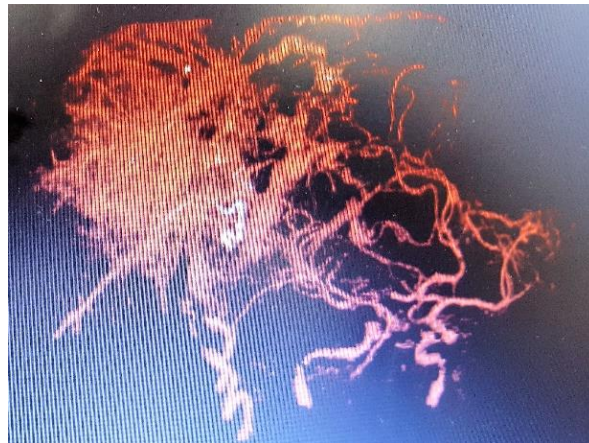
Angio TAC con contraste: Angiografía de la lesión en la que se demuestra dependencia vascular de la circulación de la carótida externa sin que se comprometa la circulación cerebral.
